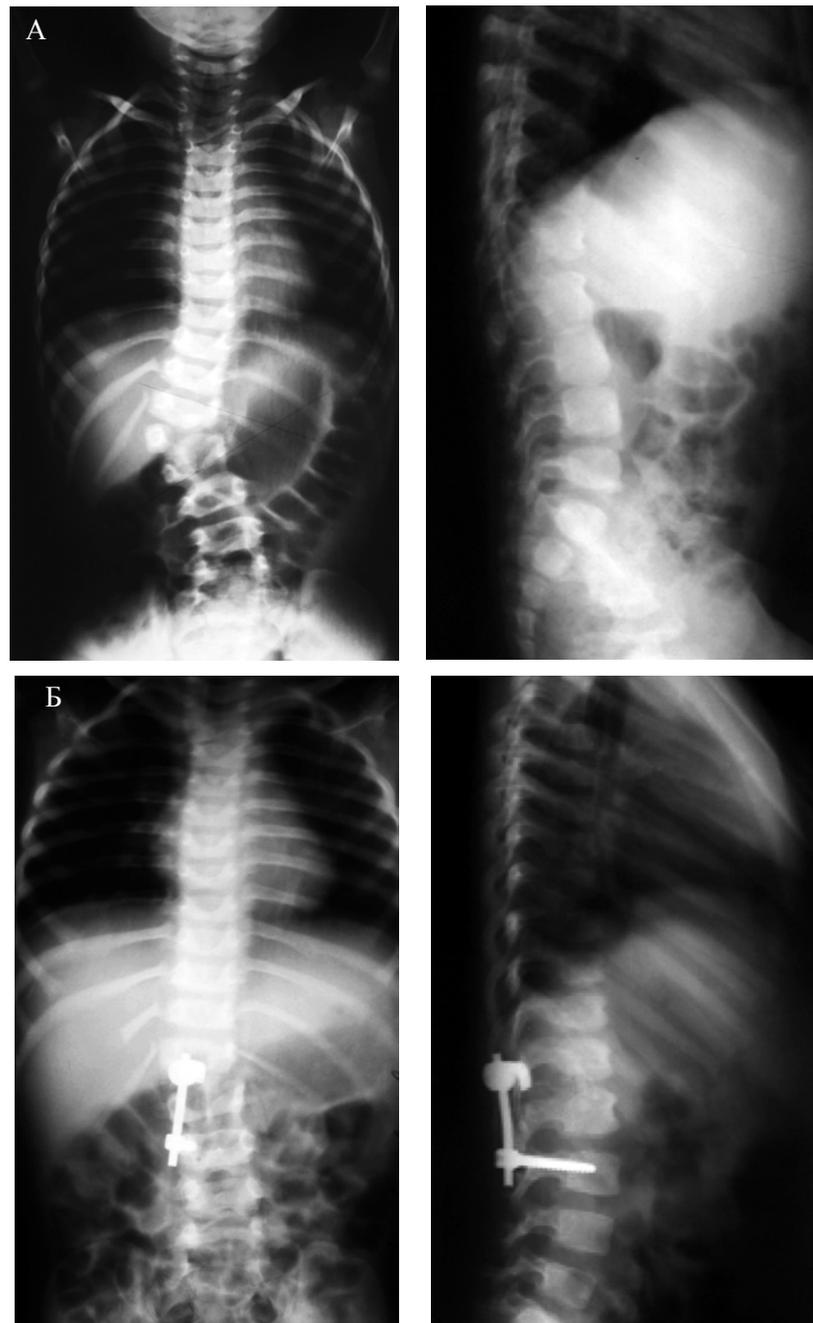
Рентгенограммы пациента С 1 год 6 мес. Врожденный кифосколиоз на фоне заднебокового полупозвонка L1 (D)
